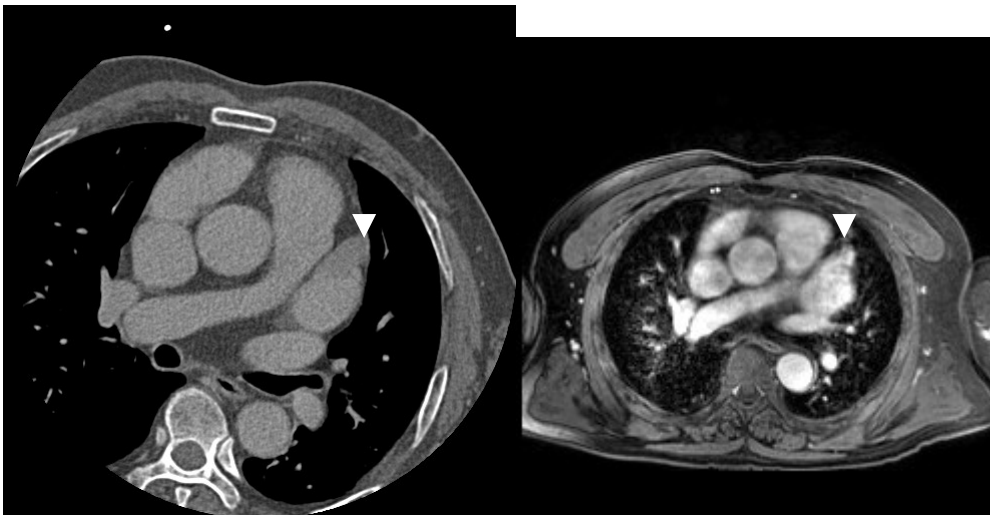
Delay image of CT shows relative low density of LA appendage (arrow head)
